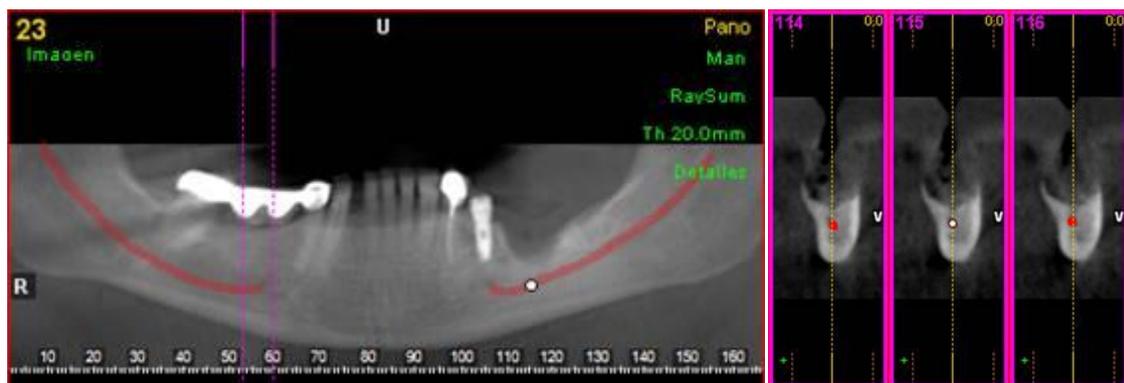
A. TAC. B. Cortes axiales de la zona afecta (11/01/2012).
